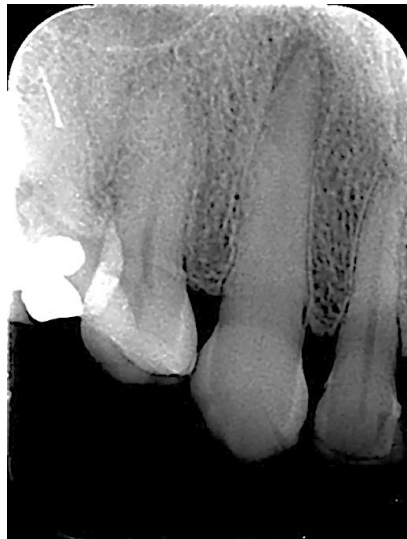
Radiografia periapical do elemento 23.
